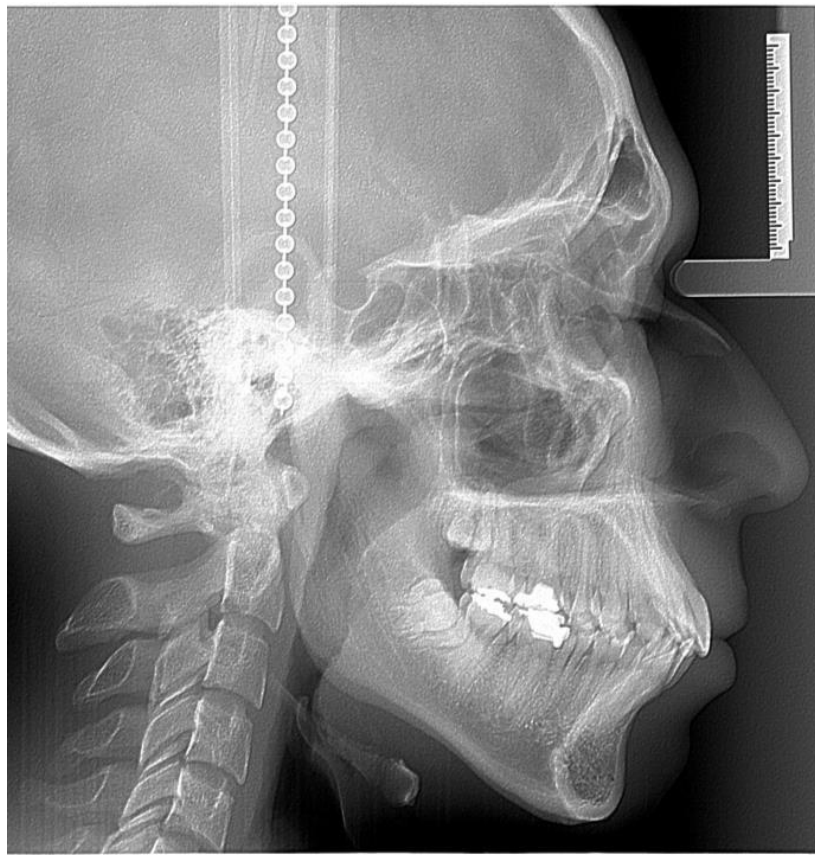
Radiografía lateral de cráneo
